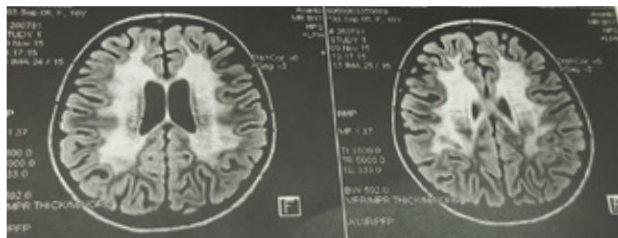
RMN cerebral al pacientei VS
